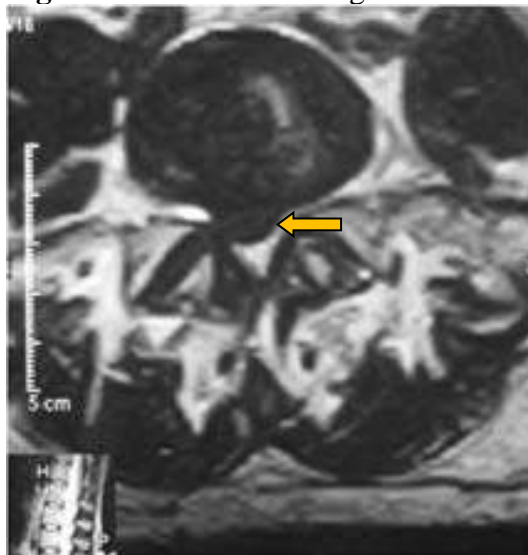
Ae 7B: Ressonância magnética de coluna lombo-sacra em plano sagital.
